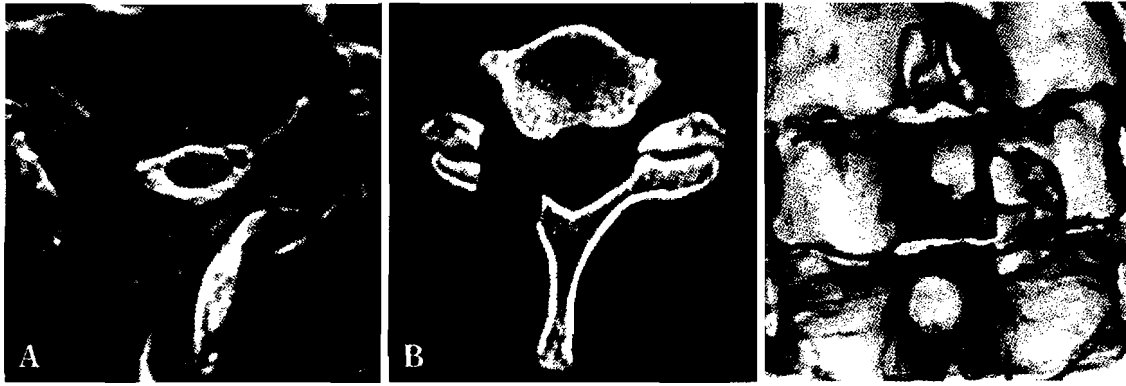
A: Postoperative axial-view T2-weighted MRI scan showing good decompression of right C6/7 foramen.
